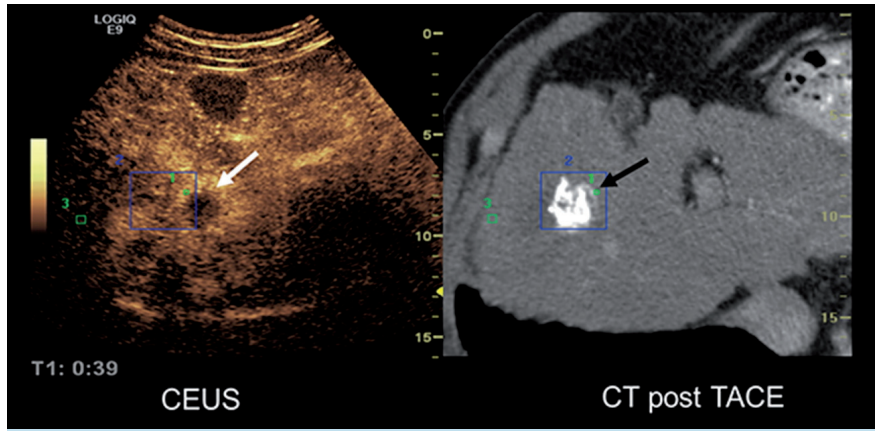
Bildfusion CEUS/CT: HCC nach TACE
